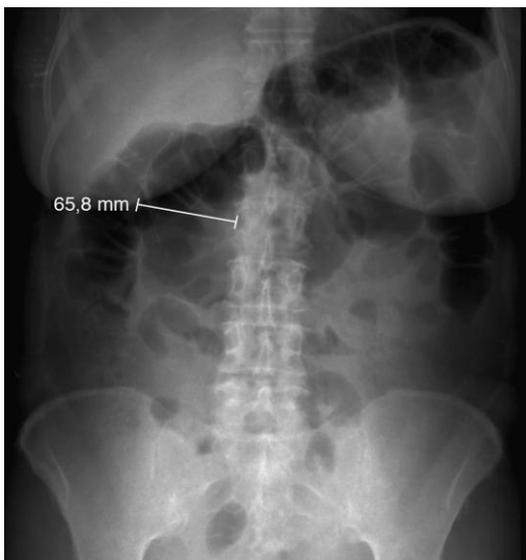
Radiografia do abdómen em pé mostrando dilatação cólica, com diâmetro do cólon transverso superior a 6 cm, compatível com megacólon tóxico. In Pedro Barreiro, Cristina Chagas, Gilberto Couto e Leopoldo Matos [6].
